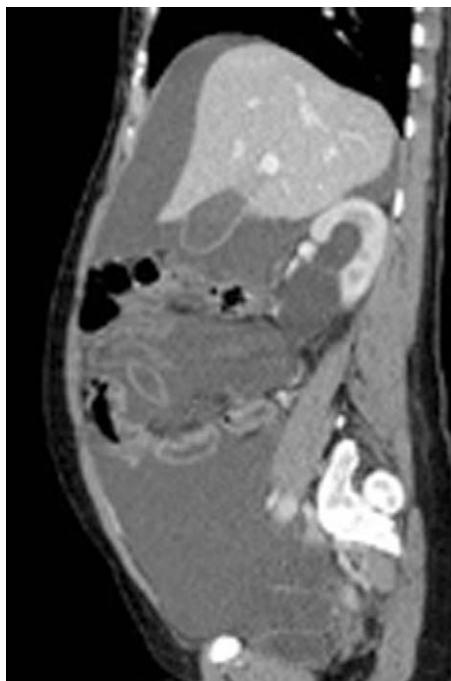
Reconstrucción sagital de TAC multicorte mostrando ascitis masiva tabicada.
